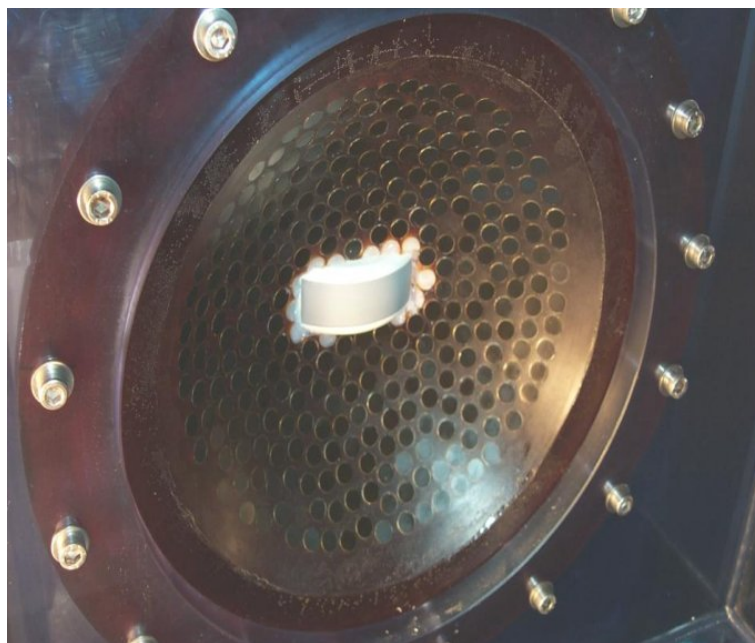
Réseau de thérapie composé de 280 transducteurs de puissance entourant une barrette d'imagerie échographique.
